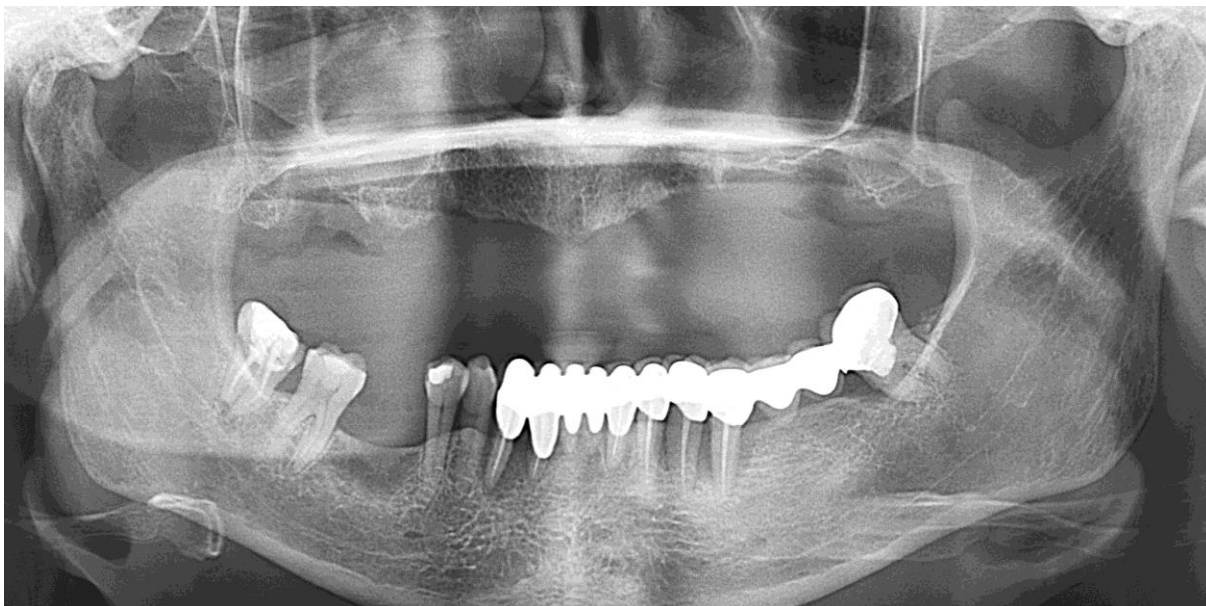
Ортопантомограма пац. Е., 1957 р.н. ГП II – III ступеня тяжкості. Повна вторинна адентія верхньої щелепи, дефект зубного ряду нижньої щелепи III класу за Кенеді, заміщений мостоподібним протезом.
